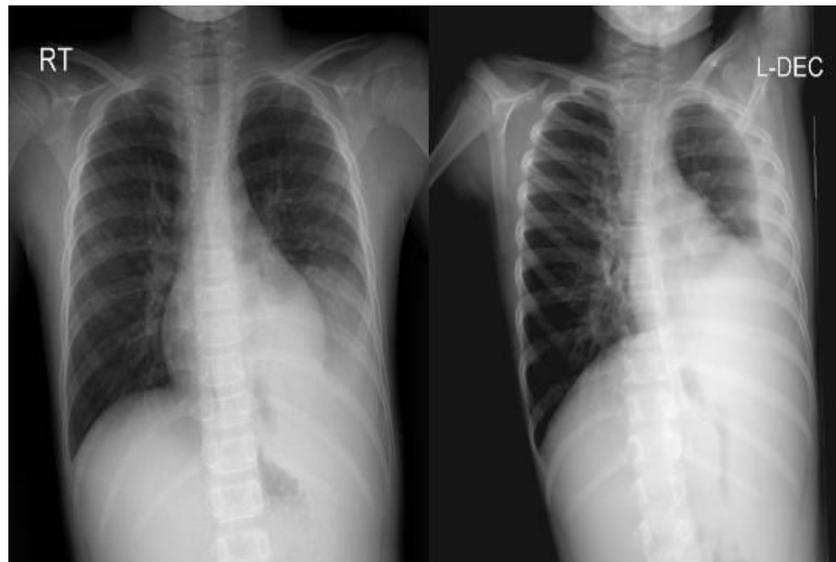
Initial chest X-ray showed lobar pneumonia with pleural effusion in the left lung.
